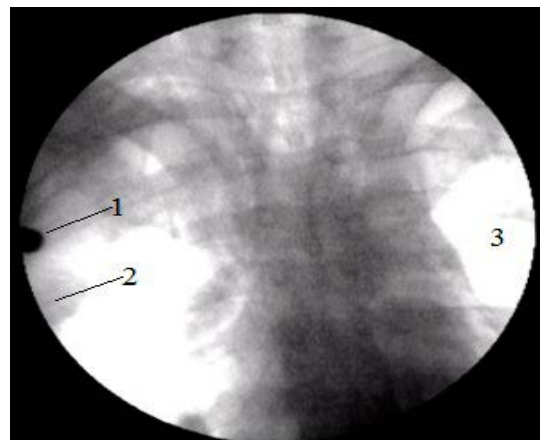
Рентгеноскопія. Початок дослідження. 1 — тіло металевої щільності (куля); 2 — субплевральні відділи правої легені; 3 — ліва легеня
